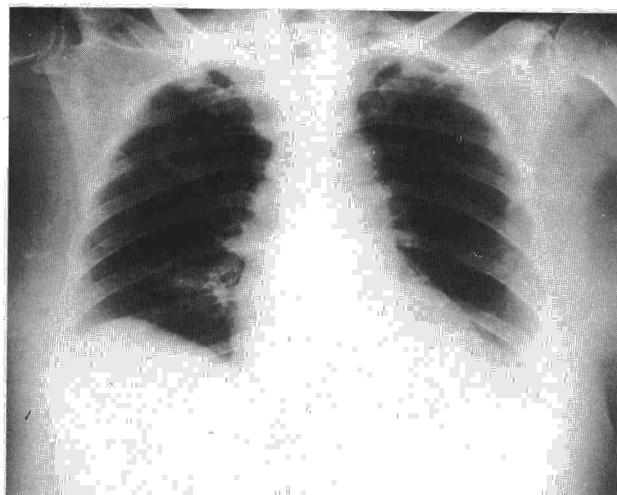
Radiografía de tórax: imagen cavitada en lóbulo superior derecho.
